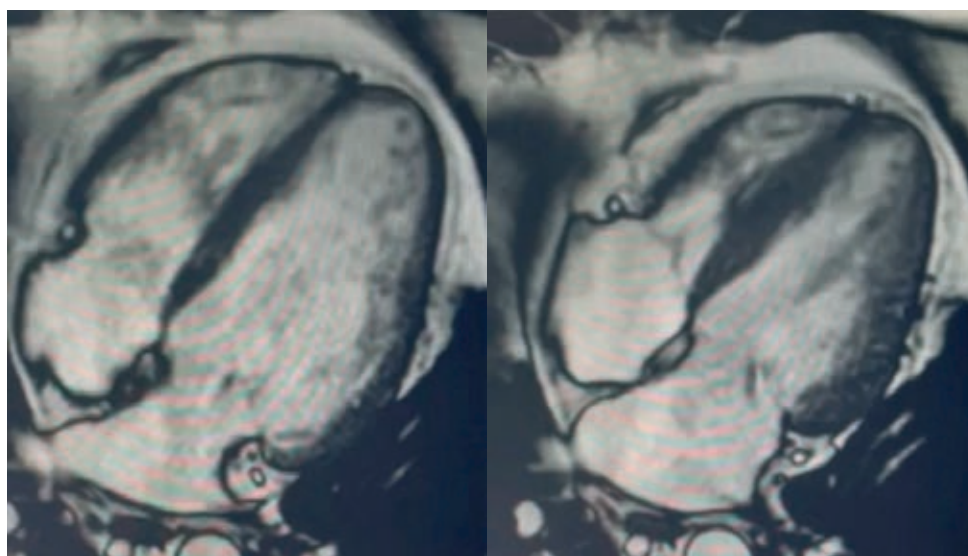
МРТ серця через 24 місяці після ТСК.
